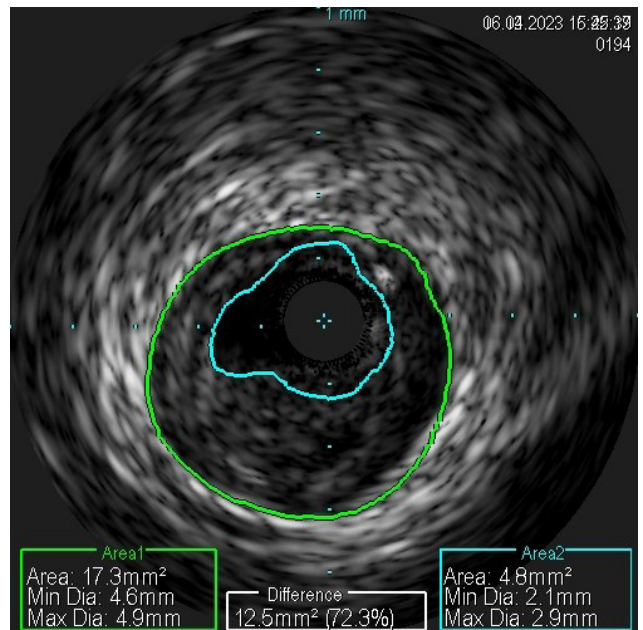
Результаты ВСУЗИ. Голубым контуром отмечен истинный диаметр ПМЖВ, зеленым — фактический диаметр ПМЖВ.
